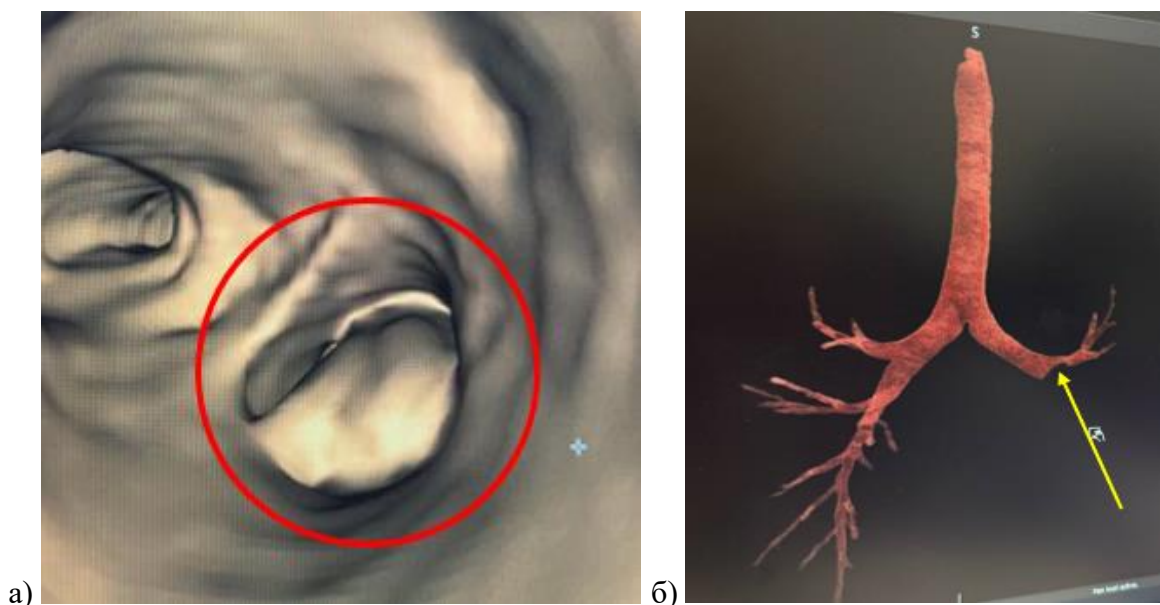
а – виртуальная бронхоскопия: опухоль полностью обтурирует бронх, оценка расположения основания опухоли и инфильтрации стенки бронха затруднена; б – 3D-моделирование бронхиального дерева на основании МСКТ ОГК до хирургического лечения: в области образования программа распознает как дефект стенки трахеи и бронха (указано стрелкой)
